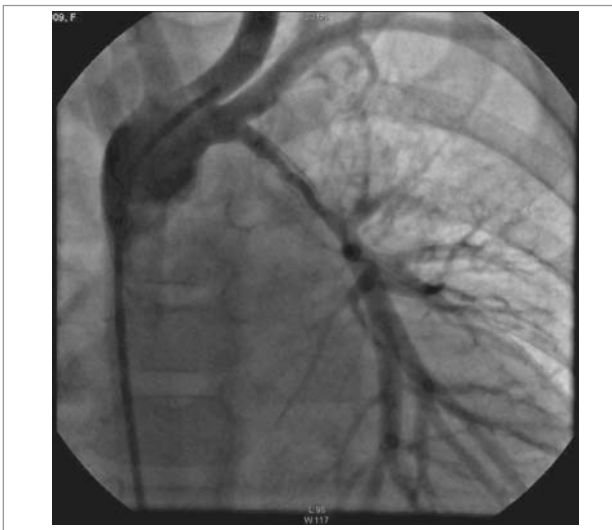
Пац. Т. Діагноз: «Тетрада Фалло, незливні гілки легеневої артерії, периферичні стенози правої гілки легеневої артерії». Рентгенангіографічна візуалізація рестенозу в стенті ВАП, фронтальна проекція
